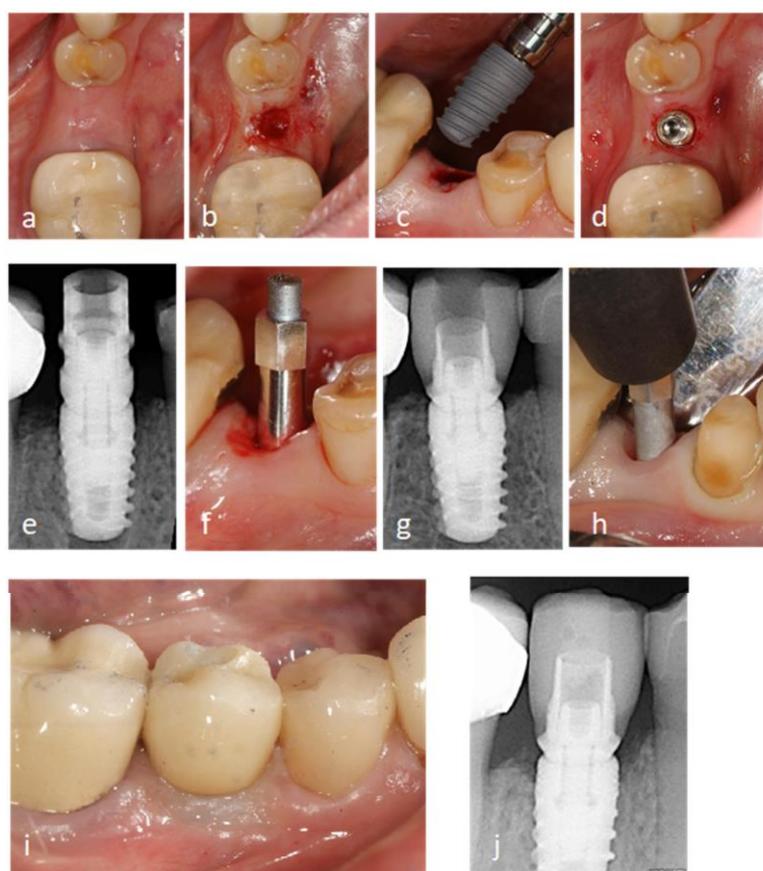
Grupo implantes curtos (7 e 8,5 mm): instalação do implante (a-d), radiografia periapical e medição do valor do quociente de estabilidade do implante (ISQ) imediatamente após a instalação (e,f); radiografia periapical e medição do valor ISQ na instalação da prótese definitiva (g,h); radiografia periapical e medição do valor ISQ 12 meses após (i,j).
